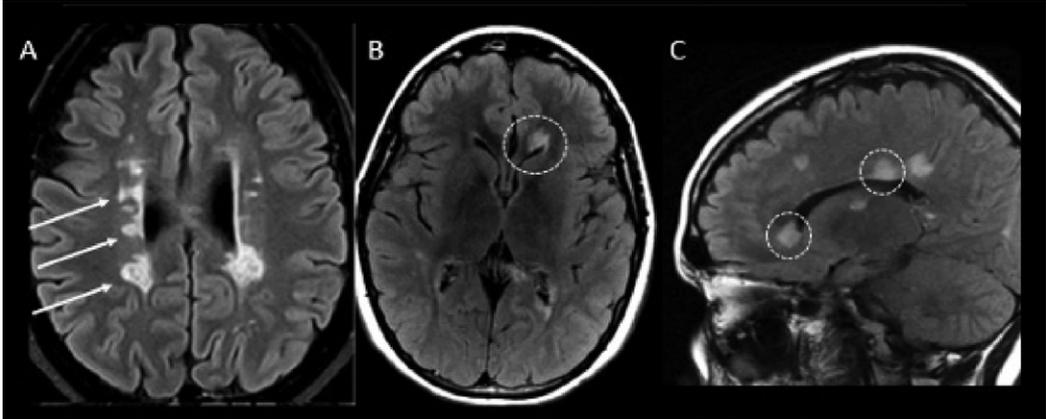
Punto de aprendizaje. A) Secuencia FLAIR (axial); las flechas amarillas denotan la presencia de lesiones periventriculares de morfología ovoidea, cuyo eje mayor es perpendicular al ventrículo (dedos de Dawson). B-C) Los círculos amarillos muestran lesiones en la unión calloso-septal; en el plano sagital se caracterizan por su topografía característica (piso del cuerpo calloso).
